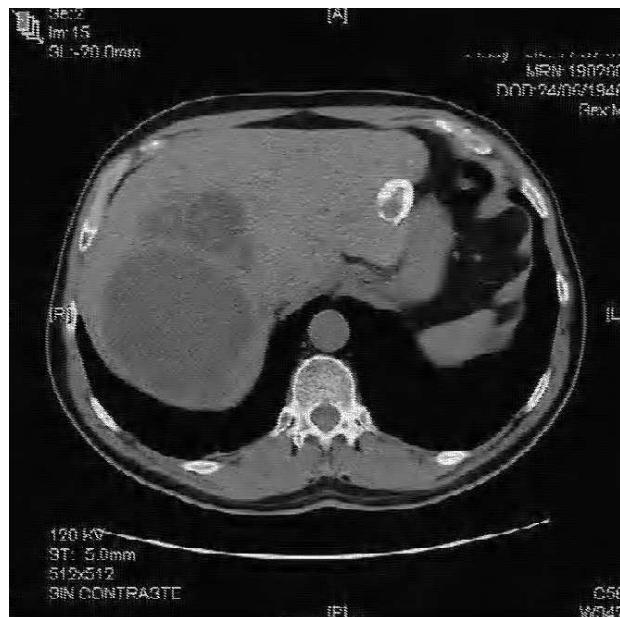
Tomografía computarizada (TC) abdominal que muestra 2 grandes quistes hidatídicos en el lóbulo hepático derecho y otro, calcificado, en el lóbulo hepático izquierdo.
